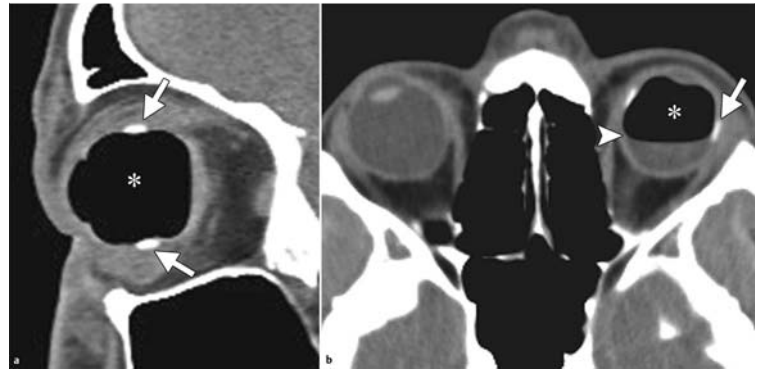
Vitrektomie mit anschließender intraokulärer Gastamponade bei 2 Patienten mit Netzhautablösung. Der Bereich mit derselben Dichte wie Luft innerhalb des Augapfels (a, b, Sterne) in den CT-Aufnahmen entspricht dem injizierten Schwefelhexafluoridgas. Der Luft-Flüssigkeit-Spiegel (b, Pfeilspitze) darf nicht mit einem postoperativen infektiösen Prozess verwechselt werden. Auch buckelchirurgische Elemente aus solidem Silikongummi (a, b, Pfeile) sind vorhanden. a Sagittale CT-Aufnahme eines 18-jährigen Mannes. b Axiale CT-Aufnahme eines 34-jährigen Mannes.
